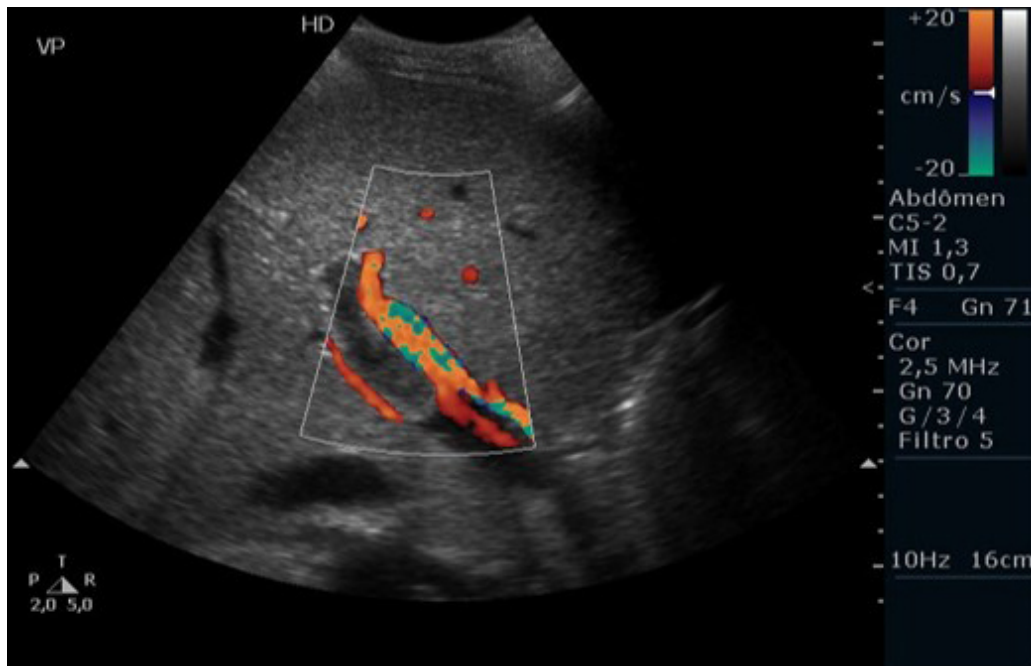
Doppler colorido da veia porta
